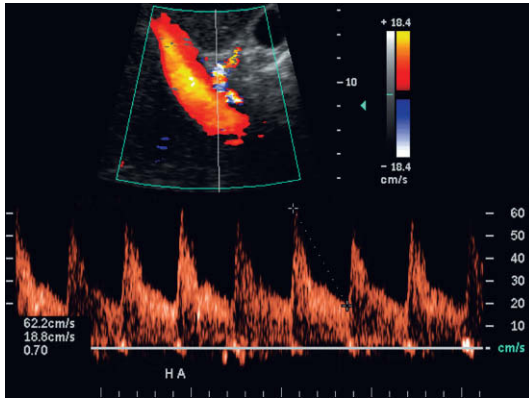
Trazado espectral Doppler de la arteria hepática normal. La elevación sistólica es brusca con un tiempo de aceleración $<0,07$ seg. El índice de resistencia alcanza el 70%. La velocidad al final de la diástole se aproxima a los 19 cm/seg.
